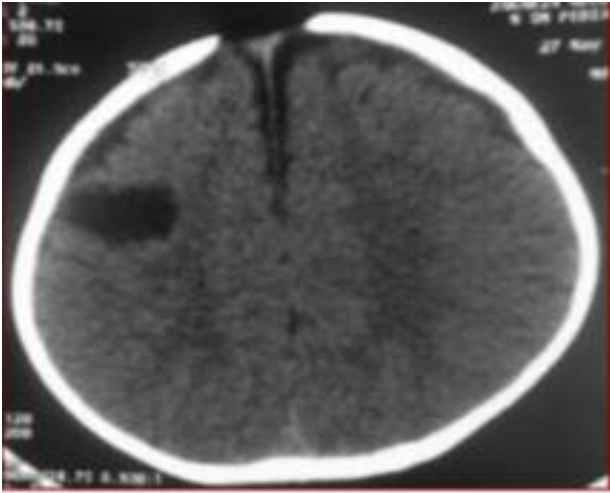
Cranial computed tomography showing frontal hypodense lesion
